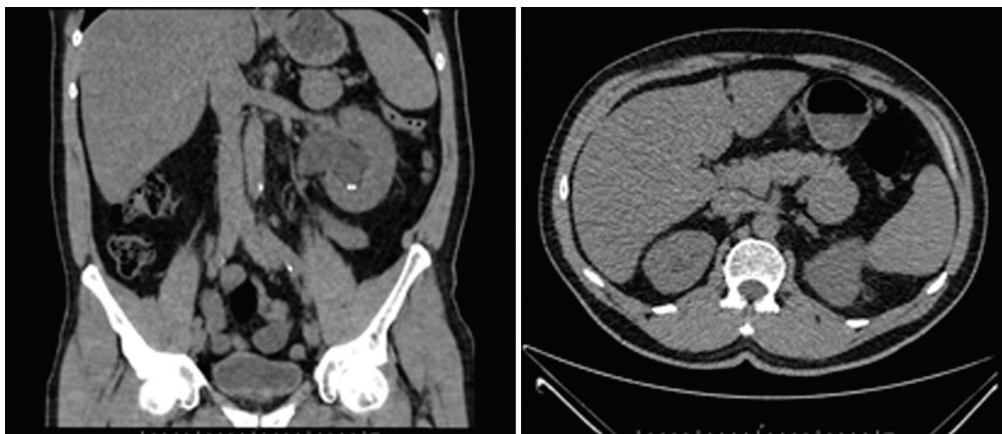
Native Computertomographie des Abdomens mit Nachweis von Nephrolithiasis, Nierenbeckenabgangsenge und V.a. Pankreasschwanztumor.
